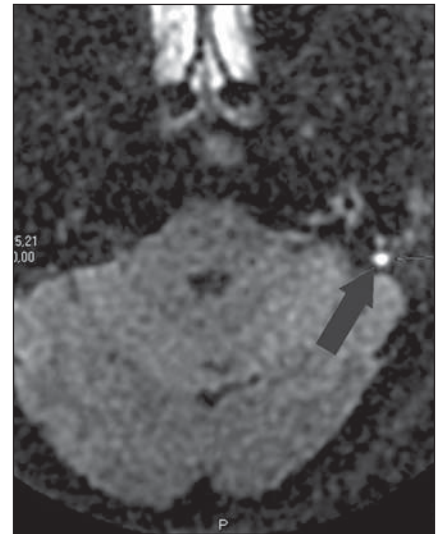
RM plano axial, sequência difusão PROPELER (sem *echo-planar*). Foco de restrição à difusão em pequeno colesteatoma à esquerda – 3 mm (seta).
